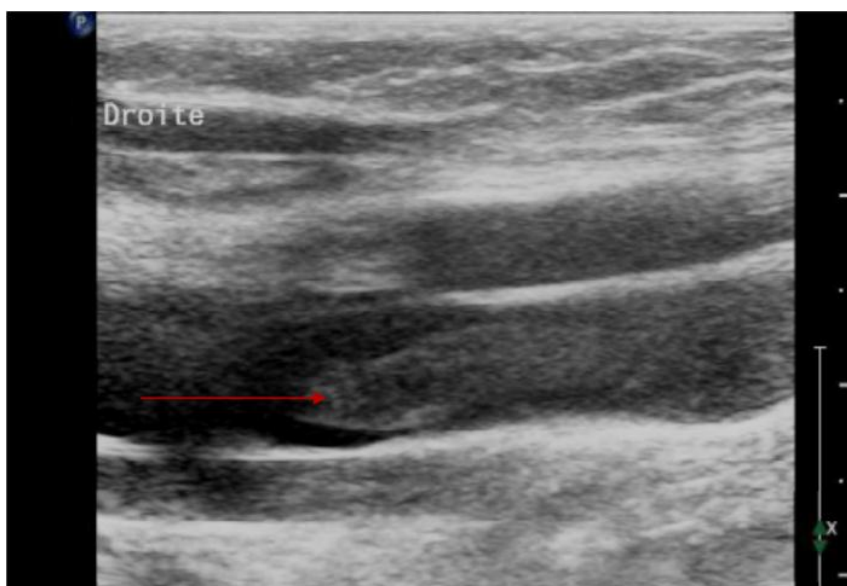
Echodoppler montrant une thrombose de la veine poplitée droite
